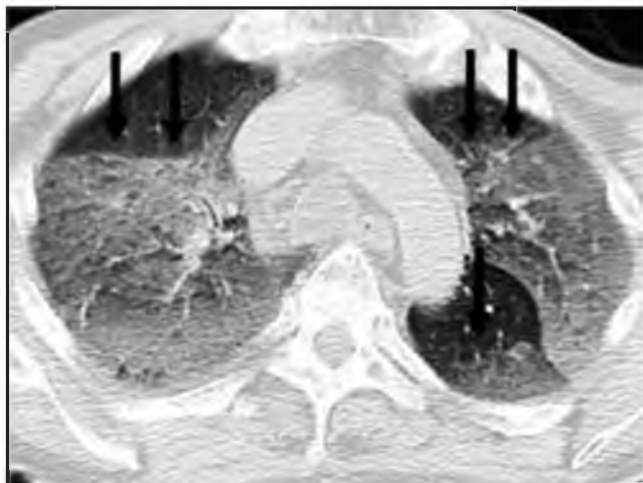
Посмертная нативная МСКТ грудной клетки через 13,5 ч. после смерти в результате тяжелой черепно-мозговой травмы. Аксиальный срез, легочное окно [7]. Явления трупного гипостаза. Стрелками указаны демаркационные линии, отделяющие участки «матового стекла» в дорсальных отделах легких от вышележащих менее плотных участков.
